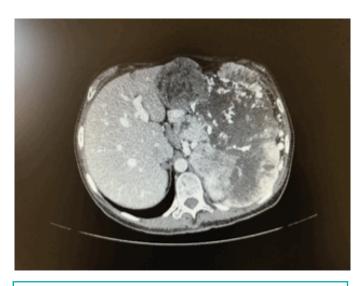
TC: masa abdominal de unos 21x20x13 cm, heterogénea, con múltiples zonas de necrosis, que comprime y desplaza páncreas, riñón izquierdo, bazo e hígado, que puede corresponder en primer lugar a GIST.
